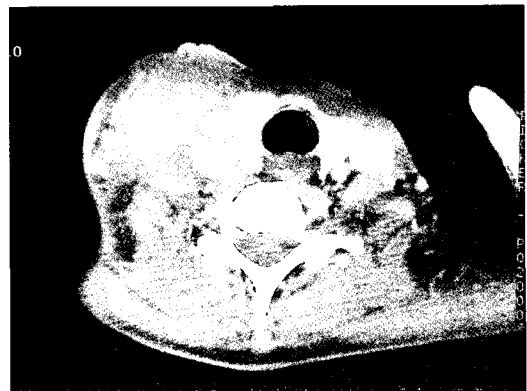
The second postoperative axial enhanced CT scan shows no abscesses which were seen preoperative axial CT scan.
